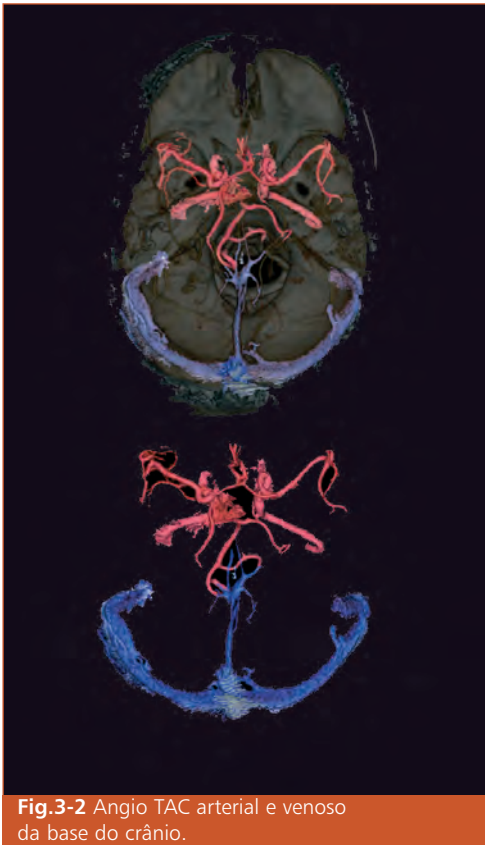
Angio TAC arterial e venoso da base do crânio.
